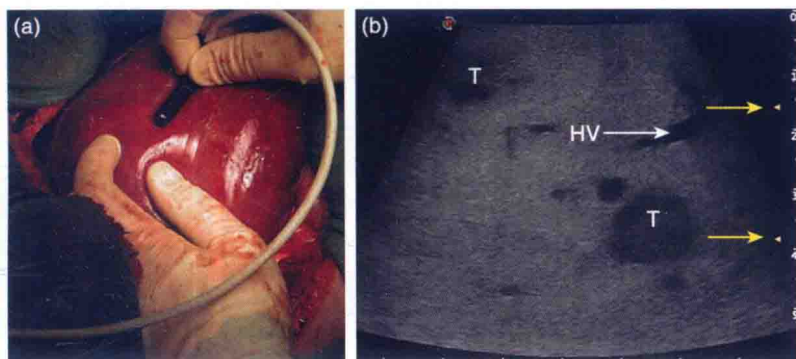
a: 指状组合型线阵超声探头 (Esaote SpA, Genova, Italy); b: 显示梯形扫描区域以及两处病变 (T)。黄色箭头指示两处病灶水平; 肝静脉 (HV)
